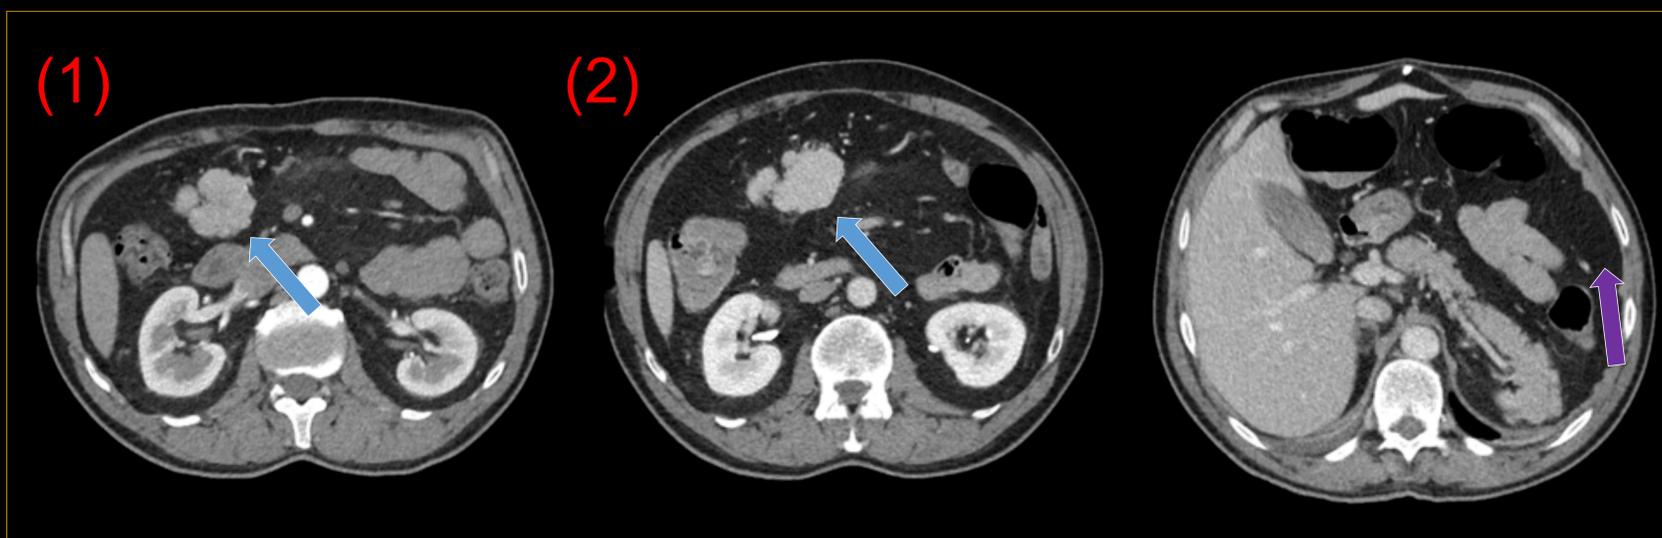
Esplenosis abdominal. Paciente con fiebre de origen desconocido y linfocitosis. Imagen: TC de abdomen con contraste en fases arterial (1) y portal (2). Masa abdominal con captación de contraste en fase arterial y en fase portal (→) en paciente esplenectomizado (→), Posteriormente, el diagnóstico de esplenosis se confirmó mediante gammagrafía.
